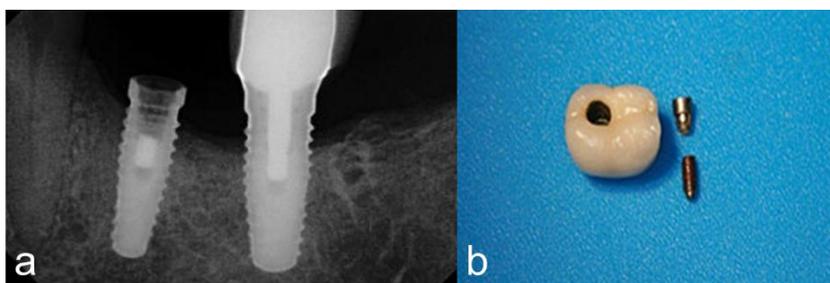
Radiografia periapical mostrando o fragmento final do parafuso fraturado 1a, <https://implante.institute/blog/parafusos-quebrados-ou-espanados-dentro-do-implante-o-que-fazer/367>; Fratura do parafuso passante já removido mais a coroa metalocerâmica 1b, <https://www.clinicadentalausin.com/area-paciente-implantes-dentales/tornillo-dental-roto/>
